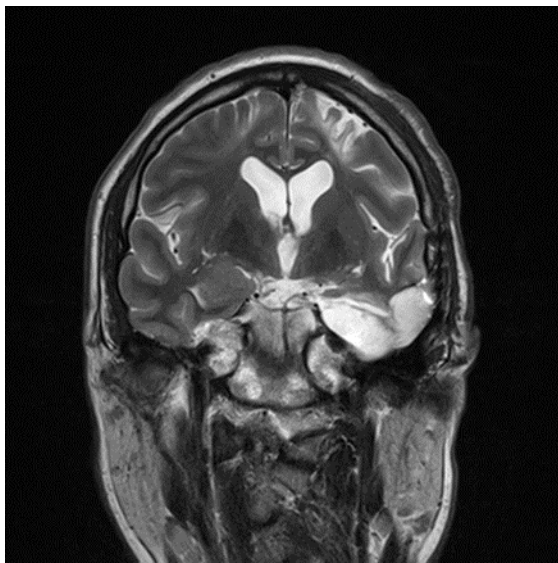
МРТ головного мозга пациента после проведенного хирургического лечения
